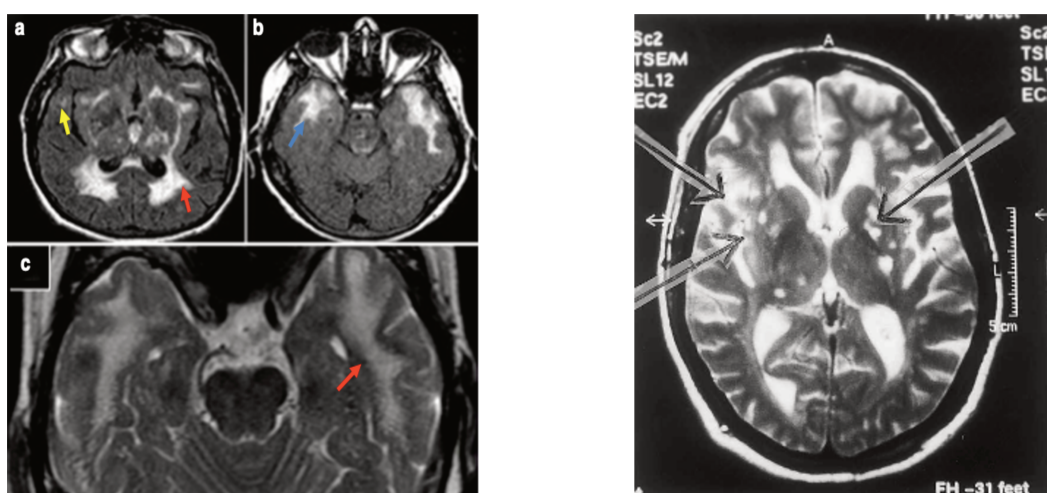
CADASIL révélé par un PEP chez deux patients. À gauche : séquences axiales FLAIR retrouvant un œdème vasogénique temporo-polaire. À droite : séquence axiale T2 montrant de multiples HS lacunaires et une atrophie marquée. Courtoisie Lagas et Juvonen, Sari et coll. (87,88)
